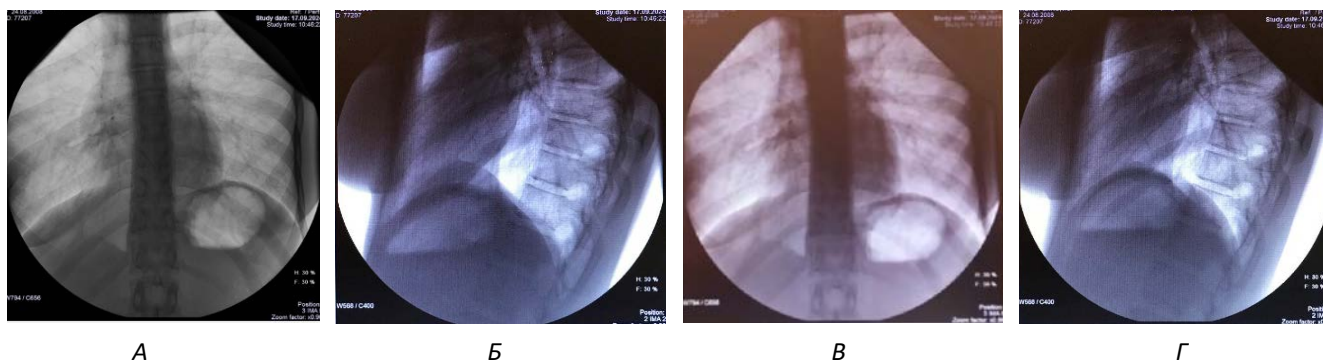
Рентгеноскопичне обстеження дівчинки П., у віддаленому періоді після операції (вік 16 років) у прямій і бічній проєкціях: А, Б – фаза вдиху; В, Г – фаза видиху. Нормальне розташування куполів діафрагми, синхронний їх рух
